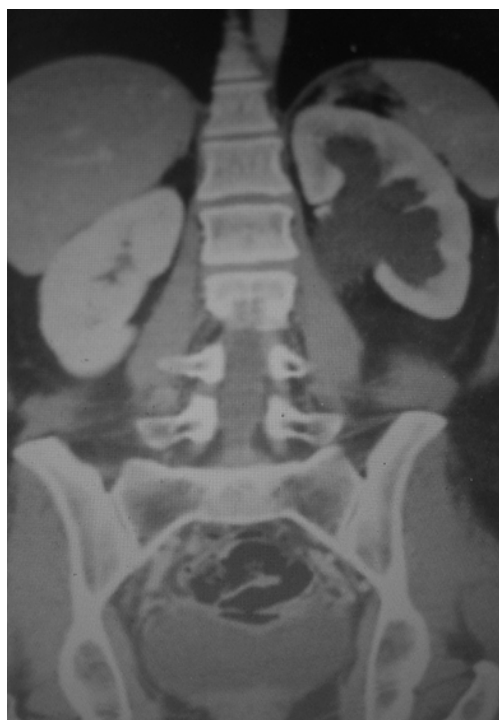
TC do abdome com reconstrução coronal. Fígado e baço nos respectivos hipocôndrios D e E. Imagem de hidronefrose renal à esquerda.
